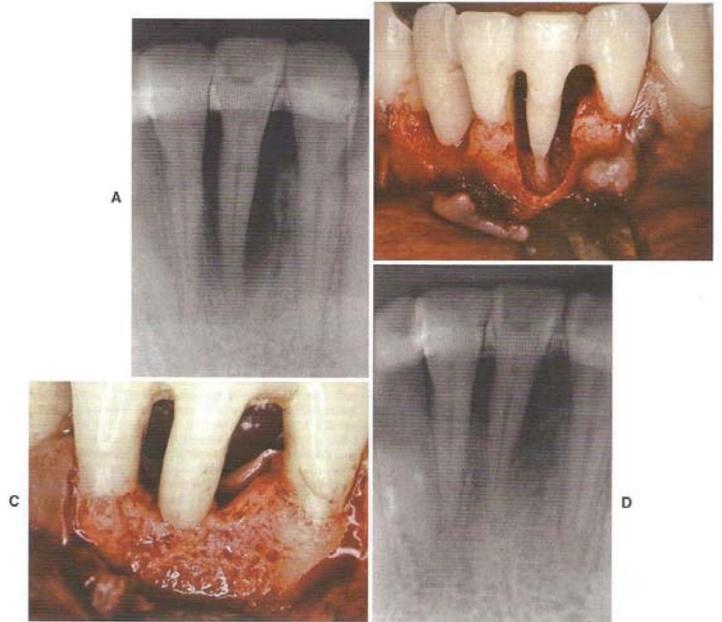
Fotografías clínicas y radiografías periapicales que muestran éxito regenerativo en un paciente con periodontitis agresiva localizada. A, Radiografía periapical de un incisivo lateral derecho en el diagnóstico inicial. Se observa la pérdida ósea vertical grave. B, Vista vestibular del defecto óseo alrededor del incisivo lateral inferior derecho, durante una cirugía de colgajo abierto. Hay una pérdida ósea completa vestibular, lingual, mesial y distal. C, Vista vestibular del sitio quirúrgico reingresado un año después del tratamiento. El llenado óseo alrededor de las superficies muestra un potencial notable para la regeneración de un defecto óseo grande en un paciente joven con periodontitis agresiva localizada. D, Radiografía periapical tomada un año después del tratamiento de regeneración, se observa el aumento de la radiopacidad y el llenado óseo. Fuente: Carranza., F. Periodontología Clínica. 10ª ed. Mc Graw Hill. 2010.
